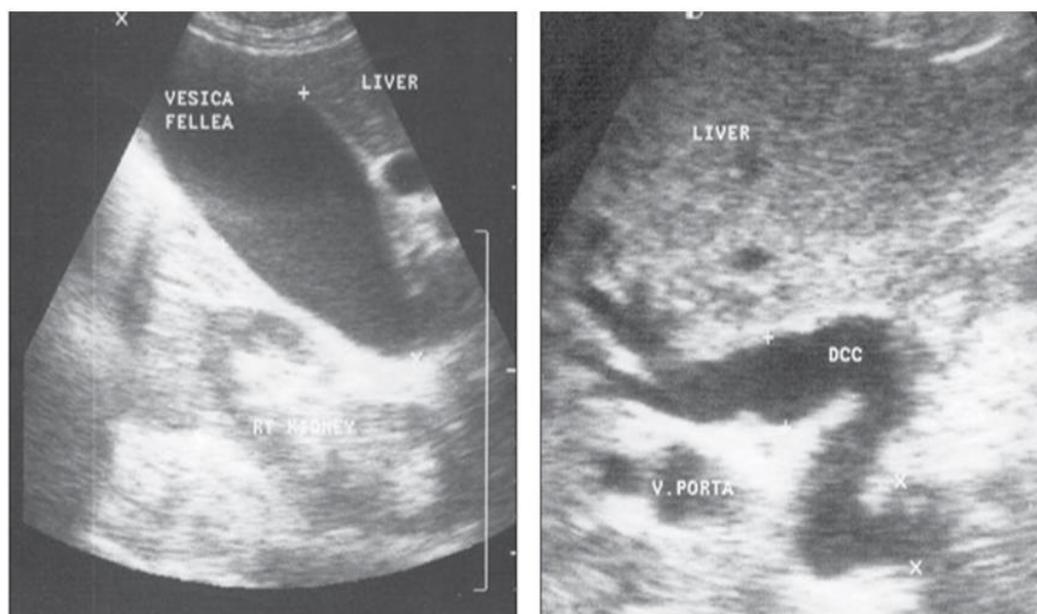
УЗИ. Холедохолитиаз. Конкремент размером 0,8x1,0 см в дистальном отделе холедоха
